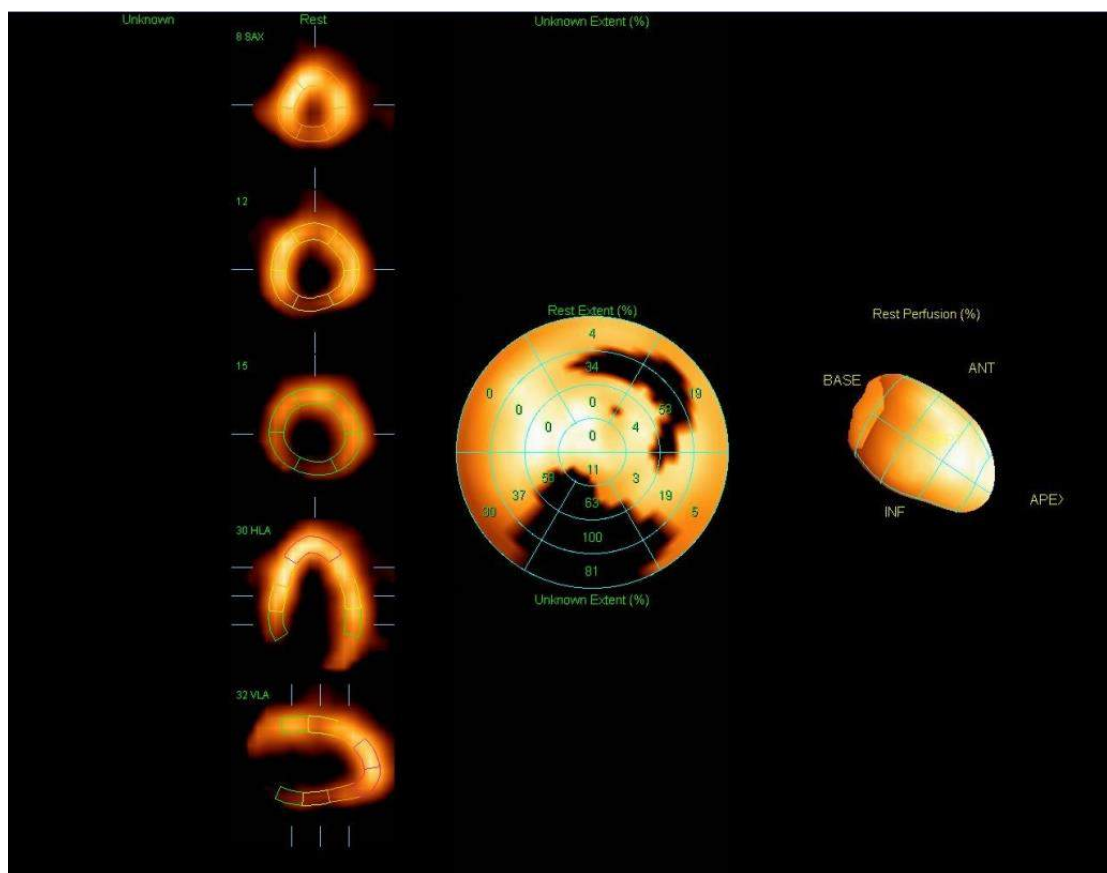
Сцинтиграфия миокарда пациента Ш., 69 лет до операции
